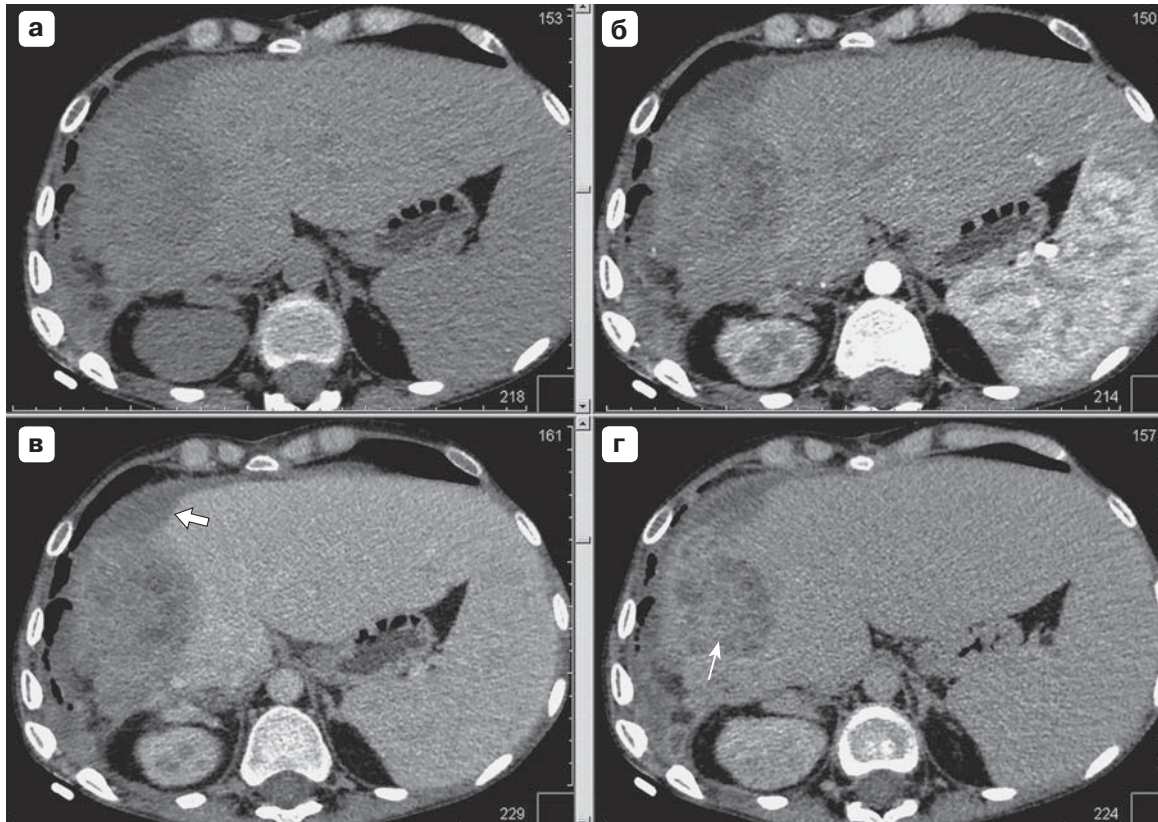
КТ-изображения актиномикоза правой доли печени в нативную (а), артериальную (б), венозную (в) и отсроченную (г) фазы исследования. Сотообразная структура образования с наличием перегородок, медленно накапливающих контрастный препарата (тонкая стрелка). Распространение инфильтративных изменений по контуру печени (стрелка).
